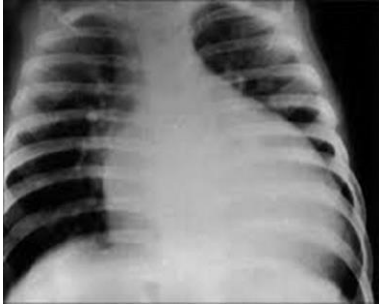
Рентгенографії ОГК
